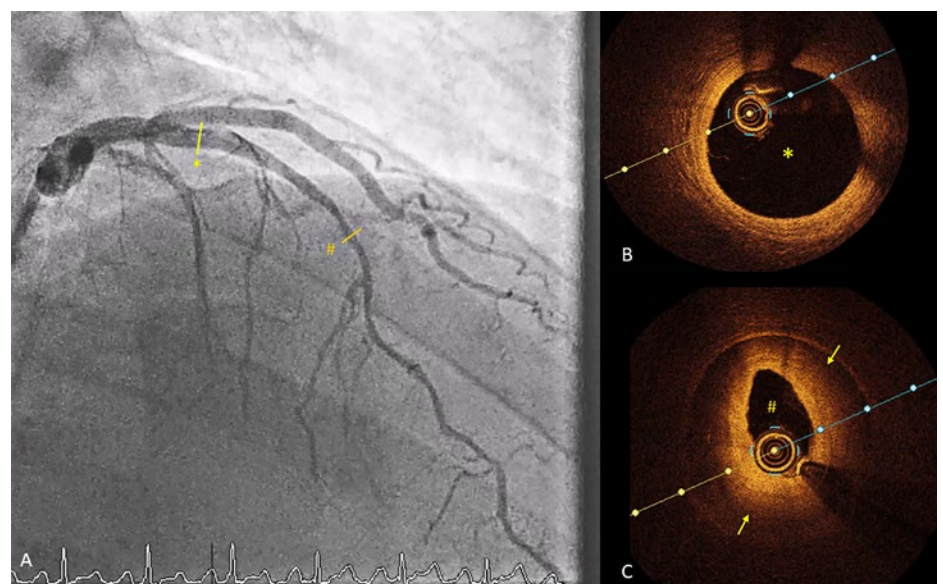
A) Invasive Koronarangiographie, kraniale Aufnahme. Der Ramus interventricularis anterior (RIVA) wird in seinem Verlauf nach apikal (* nach #) langstreckig dünnkalibrig. B) Optische Kohärenztomographie-(OCT)-Aufnahme proximal (*) mit unauffälliger Darstellung des Gefässes. C) OCT-Aufnahme im distalen Segment (#) mit Nachweis eines zirkulären Wandhämatoms (gelbe Pfeile) infolge spontaner Koronar-dissektion mit Einengung des Lumens.
